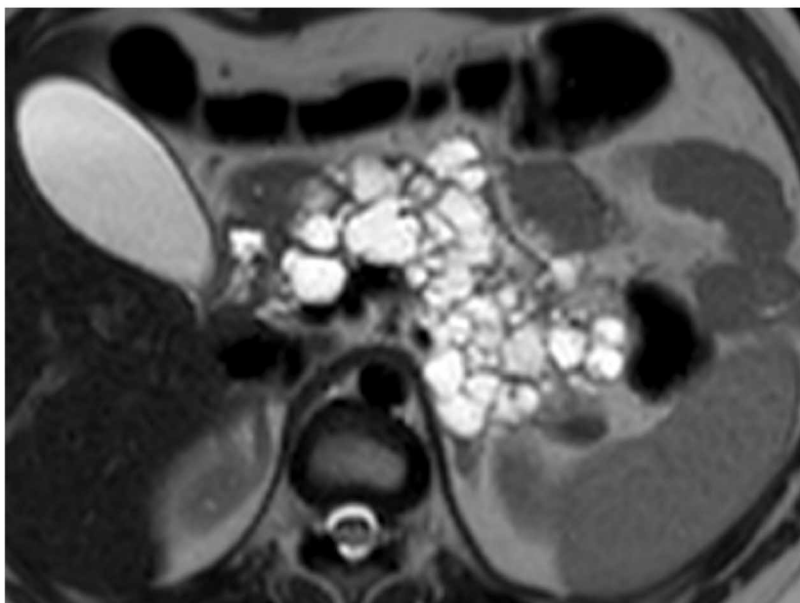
RM em mulher de 25 anos portadora de VHL. Corte axial T2 demonstrando pâncreas repleto de cistos.
